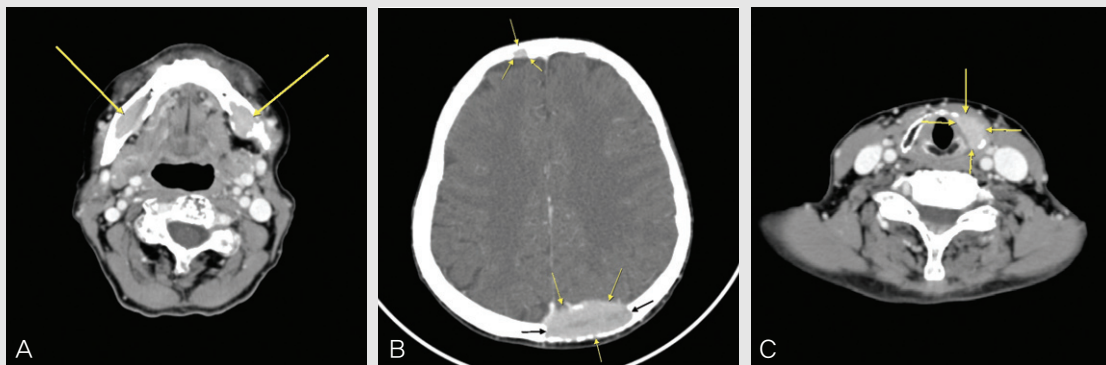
증례 1 환자의 조영 증강 전산화단층촬영(CT) 영상.
